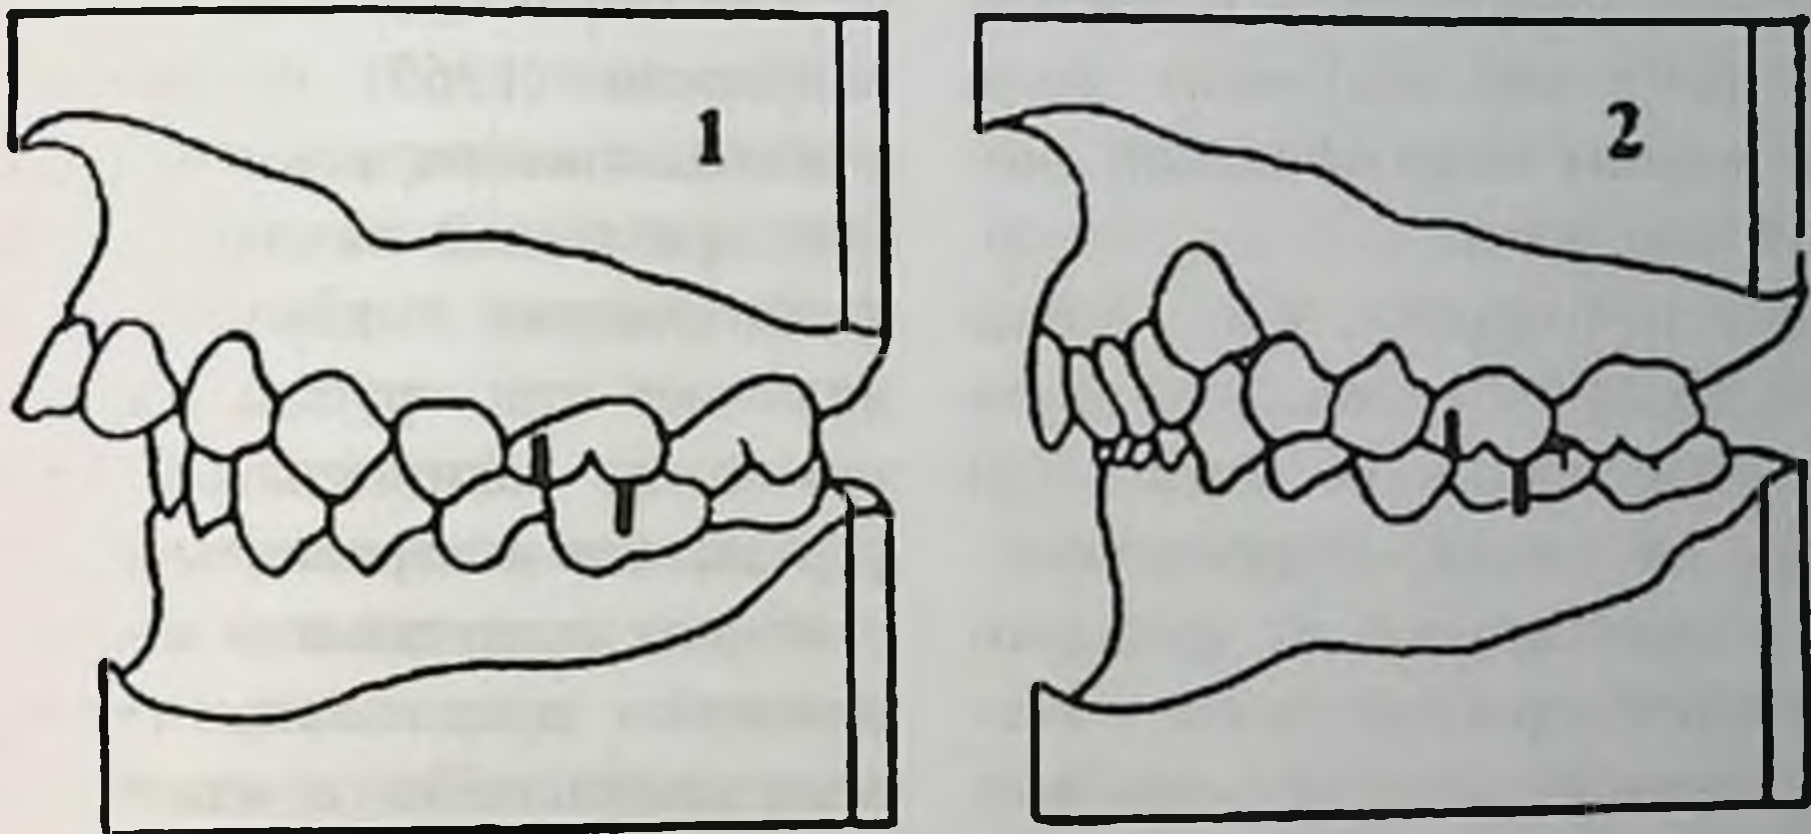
Второй класс аномалий окклюзии по Angle (1 и 2 подклассы). Дистальное положение первого моляра нижней челюсти при протрузии (1 подкласс) или ретрузии (2 подкласс) резцов верхней челюсти.
